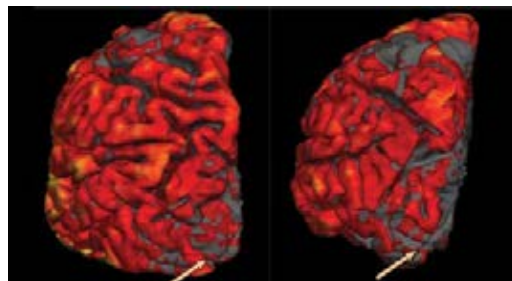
Различия в толщине коркового слоя в области фузиформной извилины, MT-поля по Бродману (*giri lingualis, cuneus, priscuneus*). 2-я стадия по Хен/Яру – слева, 3-я стадия – справа. Вид с медиальной стороны левого полушария, визуализирована область коры, непосредственно прилежащая к твердой мозговой оболочке.
